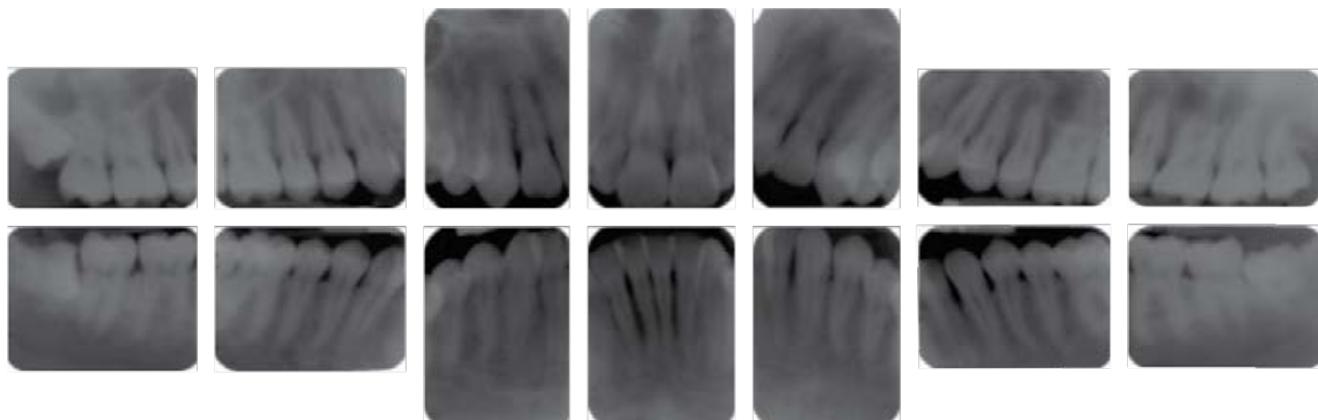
Estudio radiográfico periapical donde se aprecia que no existe pérdida de continuidad de la lámina dura en ninguna zona, razón por la cual se estableció el diagnóstico de GUN.
